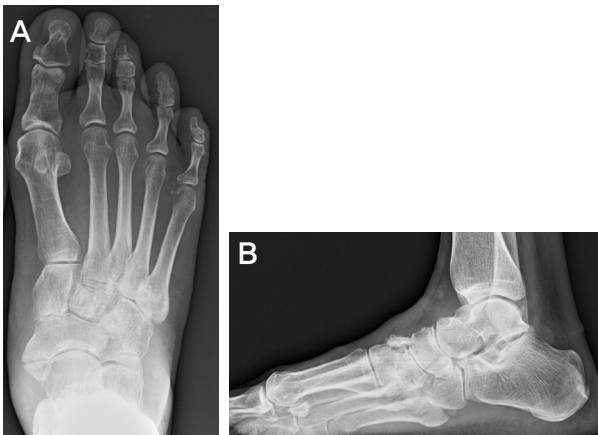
Preoperative radiographs (A, B) show osteolytic bone destruction of cuneiform in the foot.
